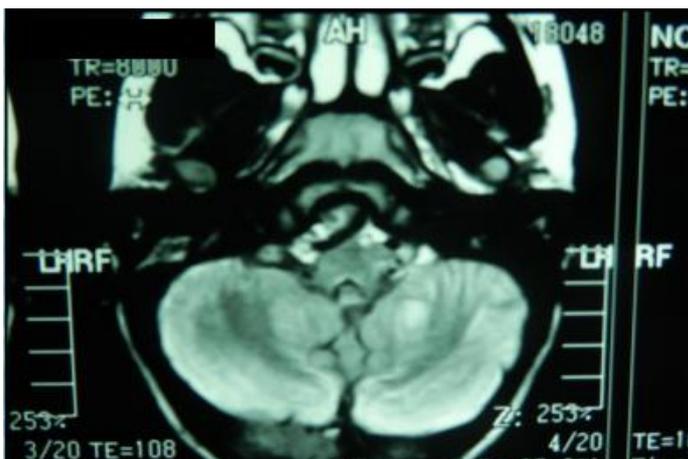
RM de cerebro con imagen nodular hiperintensa en hemisferio cerebeloso izquierdo en FLAIR.
